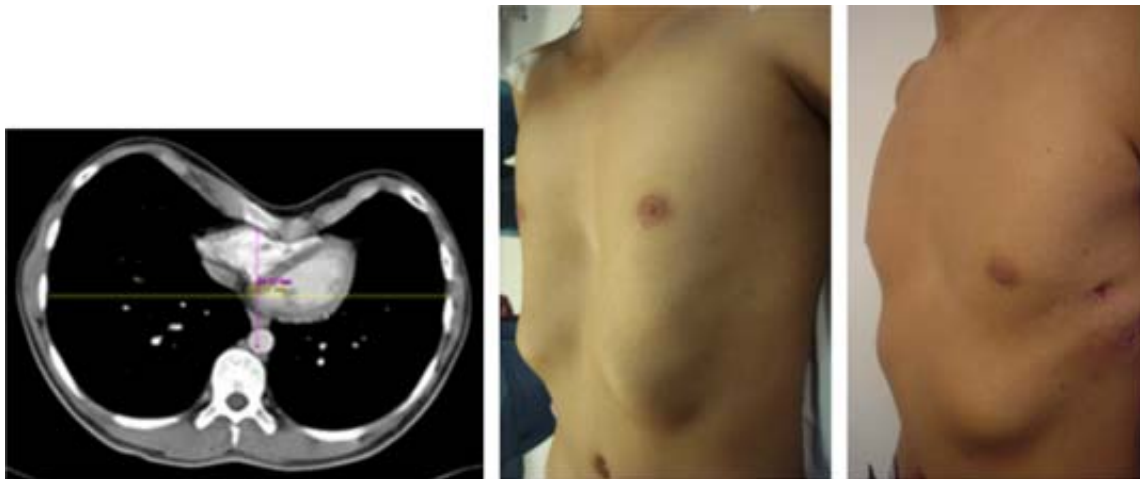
Caso 6. TAC con la medición del índice de Haller, y paciente antes y tres semanas después de la colocación de la barra de Lorenz.
